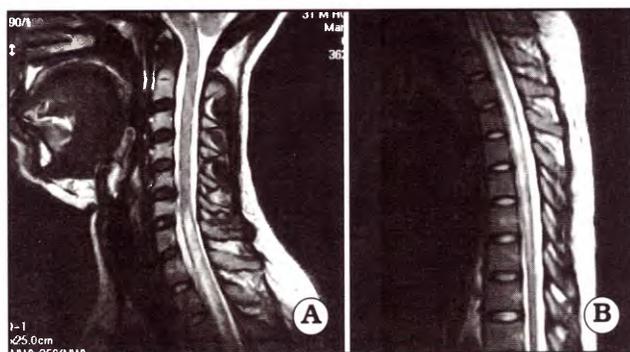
IRM en T2 de columna cervical y dorsal de la paciente. A. IRM de columna cervical mostrando una hiperintensidad en la médula espinal a partir del espacio vertebral C6-C7. B. IRM de columna dorsal, donde se observa una hiperintensidad en el sector superior y medio de la médula espinal dorsal.
